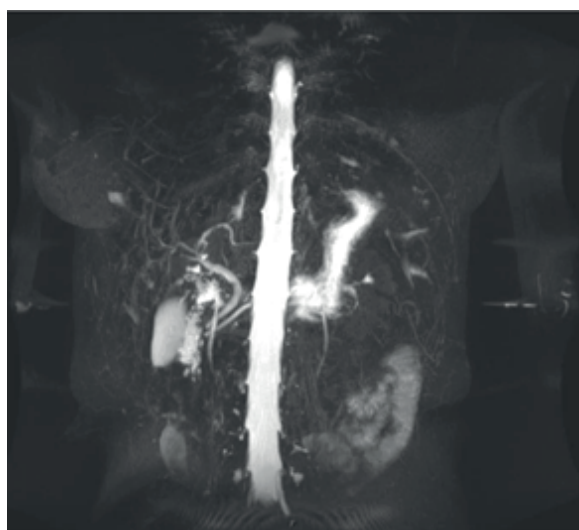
Магнитно-резонансная холангиограмма склерозирующего холангита с единичными холангиоэкстазами (тип 3). / Fig. 5. Magnetic resonance cholangiogram of sclerosing cholangitis with single cholangioectasis (type 3).
